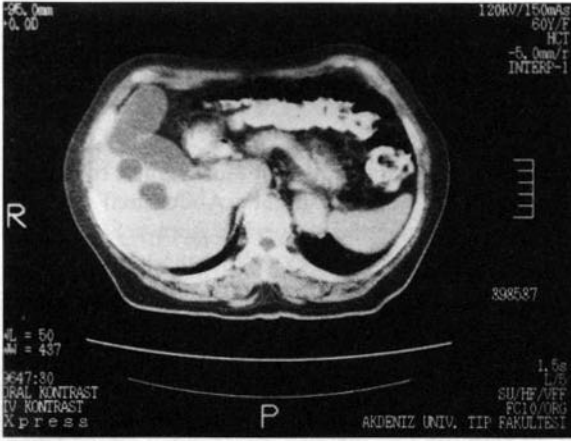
Abdominal Bilgisayarlı Tomografide safra kesesi ile yakın ilişkili, karaciğer sol lob yerleşimli soliter kistik yapı (1. Olgu).
